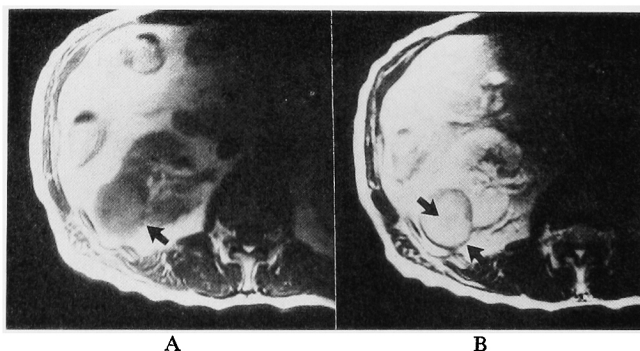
Case 3; MRI demonstrates the differentiation between the tumor and normal parenchyma of the kidney, and a low-intensity margin as the capsule on T₁-weighted image (A) and T₂-weighted image (B) (arrows). MRI also demonstrates a central scar on T₂-weighted image (B) (arrow).
